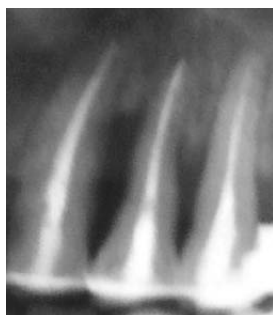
Прицельная рентгенограмма 21, 23, 24 зубов пациента М. после лечения 36 месяцев.
